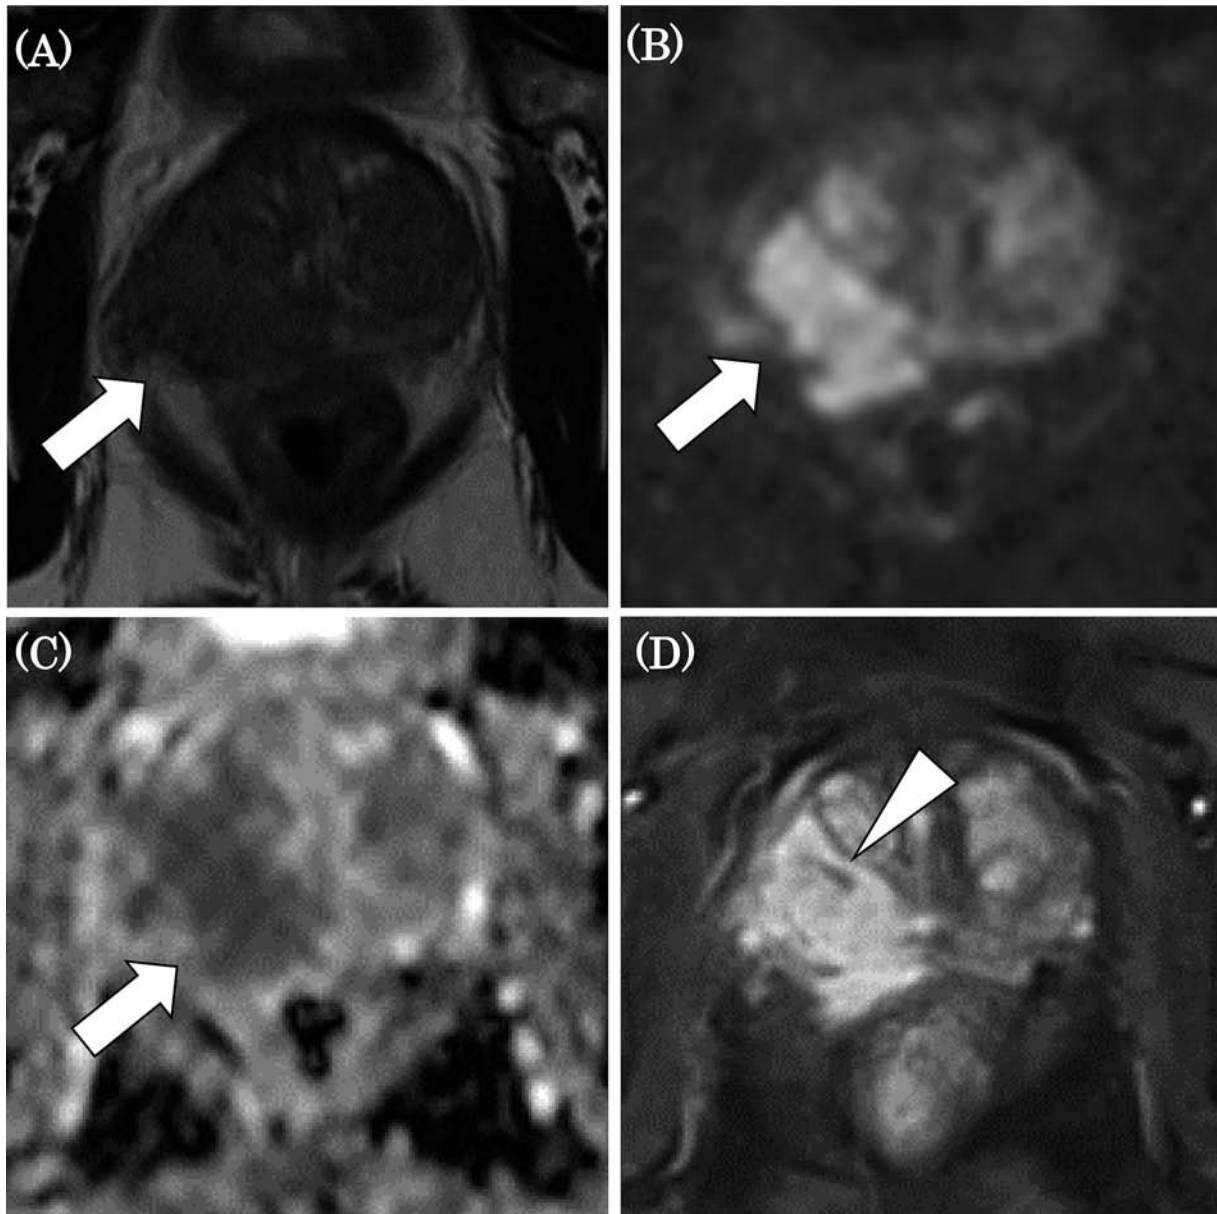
(A) Transverse T2 weighted, (B) Diffusion weighted imaging and (C) Apparent diffusion coefficient map on prostate MRI showed extracapsular infiltrated prostate cancer (white arrow). (D) Contrast enhanced imaging showed micro-abscess deep inside of the tumor (white arrow head). These imaging findings were consistent with category 5 lesion based on Prostate Imaging-Reporting and Data System version 2.
